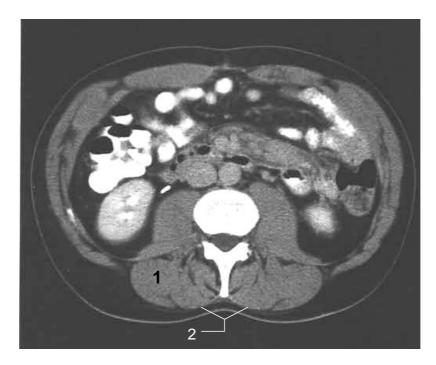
Muscles profonds du dos: TDM lombaire. 1 Musculature profonde du dos, 2 Fascia thoracolombaire
